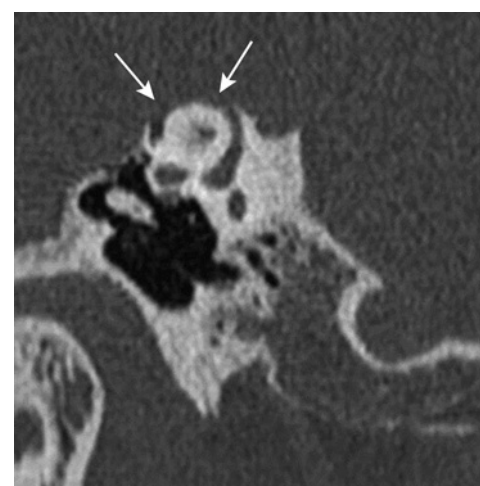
Syndrome de Minor. Coupe TDM oblique (parallèle à l'axe du canal semi-circulaire supérieur [CSS]) : large déhiscence osseuse du CSS (flèches) ; on parle de « troisième fenêtre ».
